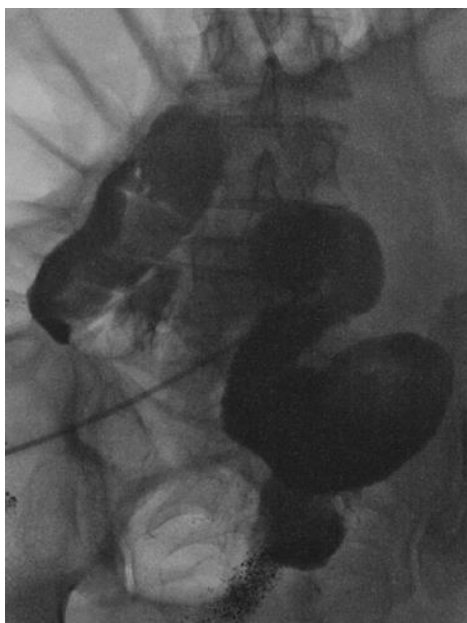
Фистулоэнтерограмма. Приводящая петля расширена (типичный рентгенологический признак «короткой» петли), ее длина менее 1 метра
